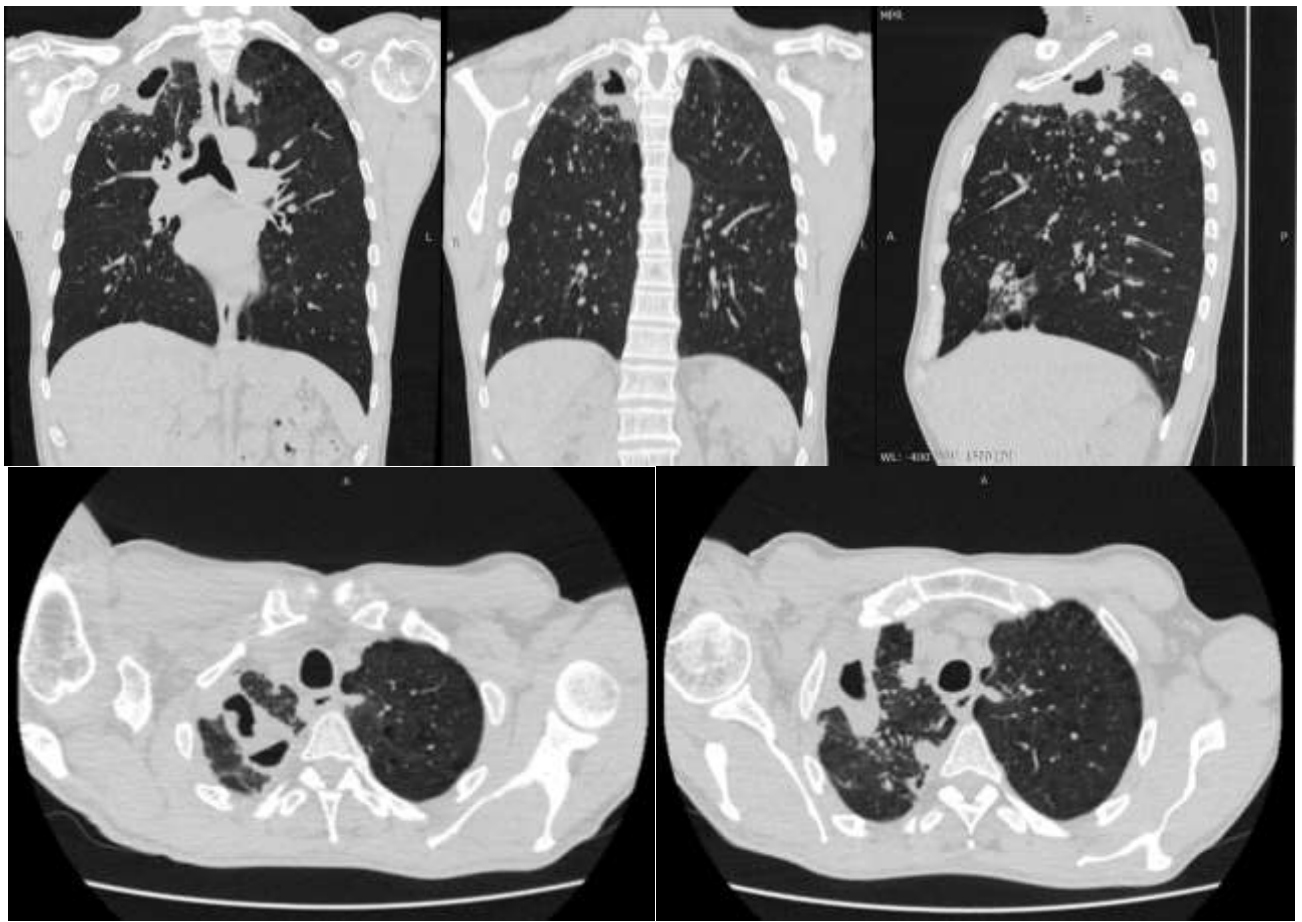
МСКТ ОГК больного Б., 36 лет, перед операцией
